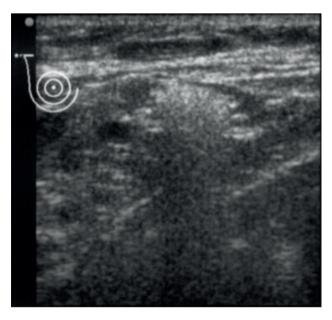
Ecografía. Ganglio axilar con infiltración de silicona en el hilio. (Gentileza Dr. Román Rostagno).
